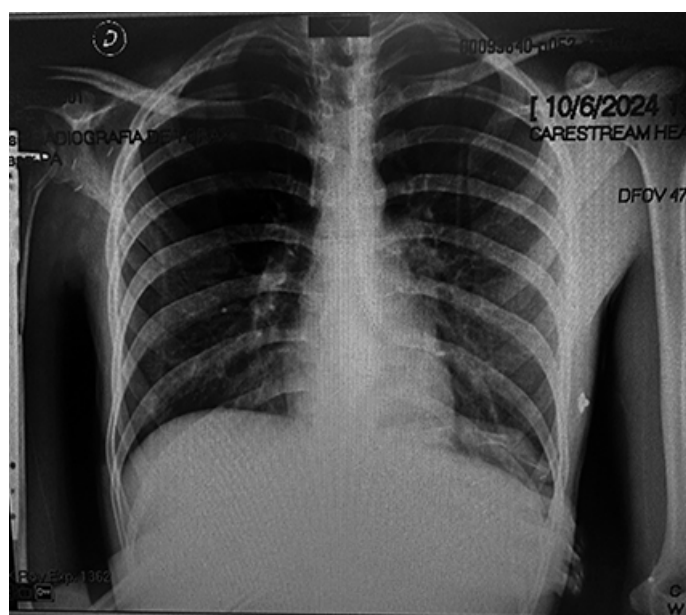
Radiografía de tórax de frente donde se visualiza el descenso del hemidiafragma izquierdo.
